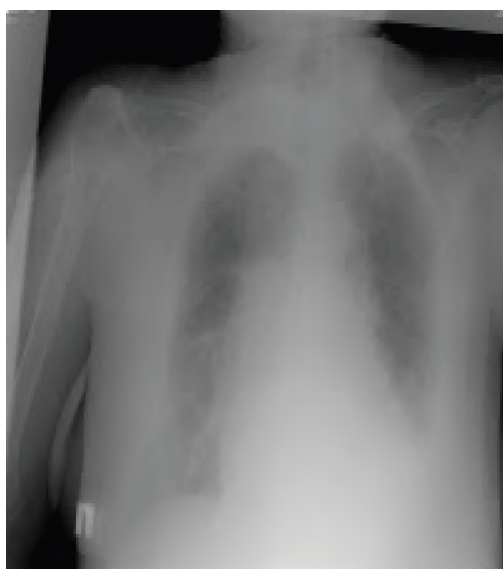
Radiografia toracelui pacientei în ziua internării.
